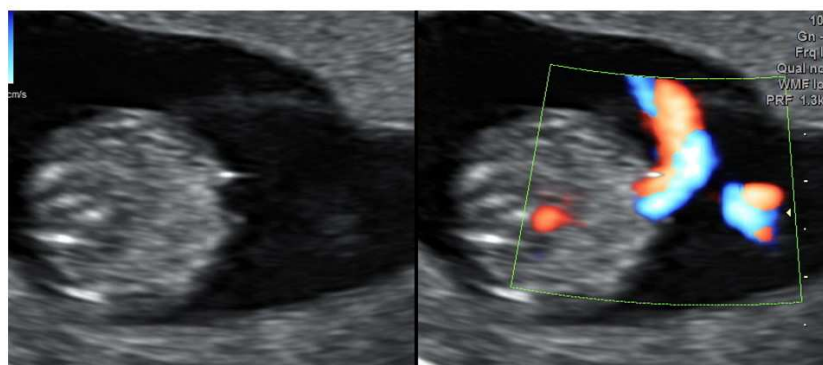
Corte axial do abdome fetal no primeiro trimestre com e sem Doppler Colorido demonstrando a integridade da parede abdominal.
